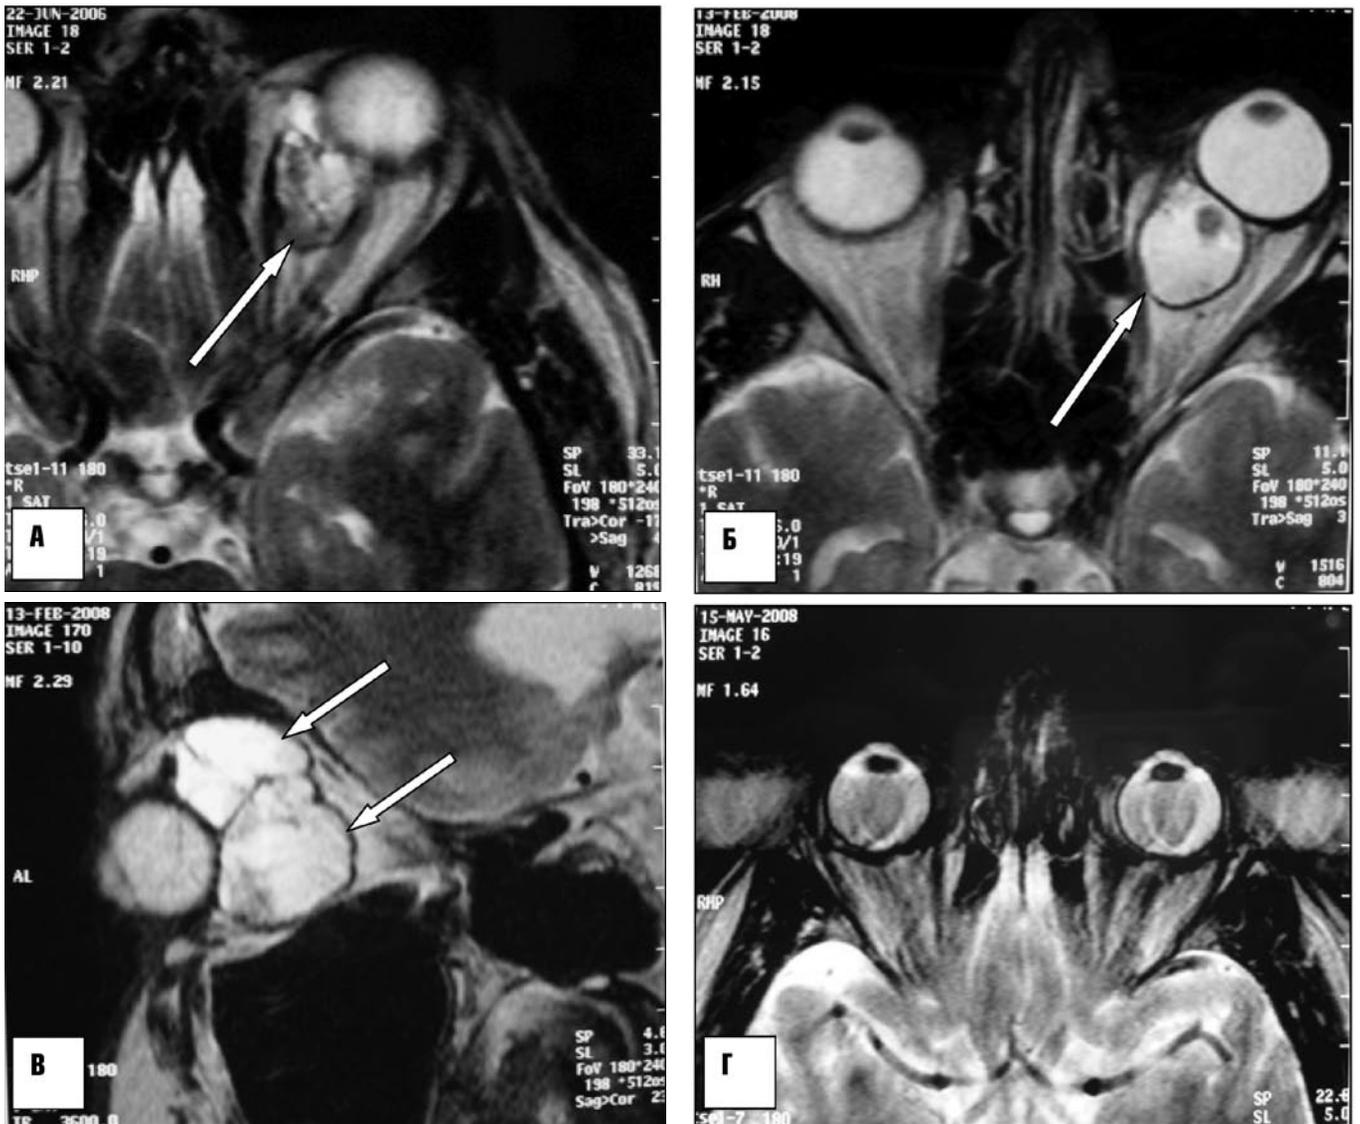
Результаты МРТ левой орбиты пациента П.: А — МР-картина, полученная в остром периоде черепно-мозговой травмы и орбитальной травмы (22.06.2006 г.) и расцененная как «подострая ретробульбарная гематома»; Б — Т2-ВИ томограмма в аксиальной проекции от 13.02.2008 г.; В — Т2-ВИ в сагиттальной проекции четко визуализирует два образования в орбите (отмечены стрелками). Переднее, менее интенсивное и не столь гомогенное, заднее — более однородное и гиперинтенсивное. Оба образования имеют свою капсулу; Г — контрольная МРТ, выполненная через 1,5 месяца
